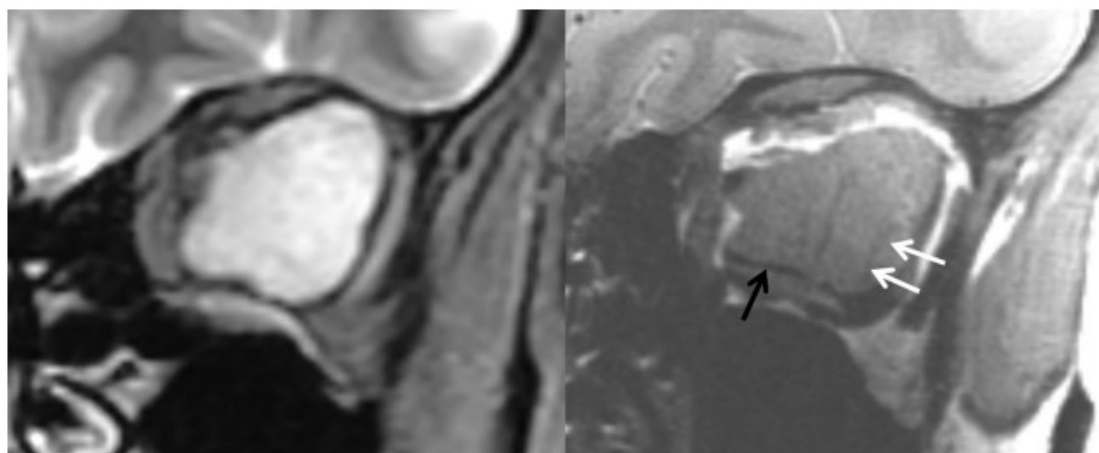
A titolo di esempio si presentano due immagini acquisite a 3T (sinistra) e 7T (destra) di un paziente soggetto a malformazione venosa cavernosa dell'orbita sinistra. Le immagini mostrano una massa intracoronale dell'orbita sinistra che spinge medialmente il nervo ottico. La RM a 7T mostra dettagli della struttura interna (freccie bianche) e microvasi interni (freccie nere) non visibili a 3T.
